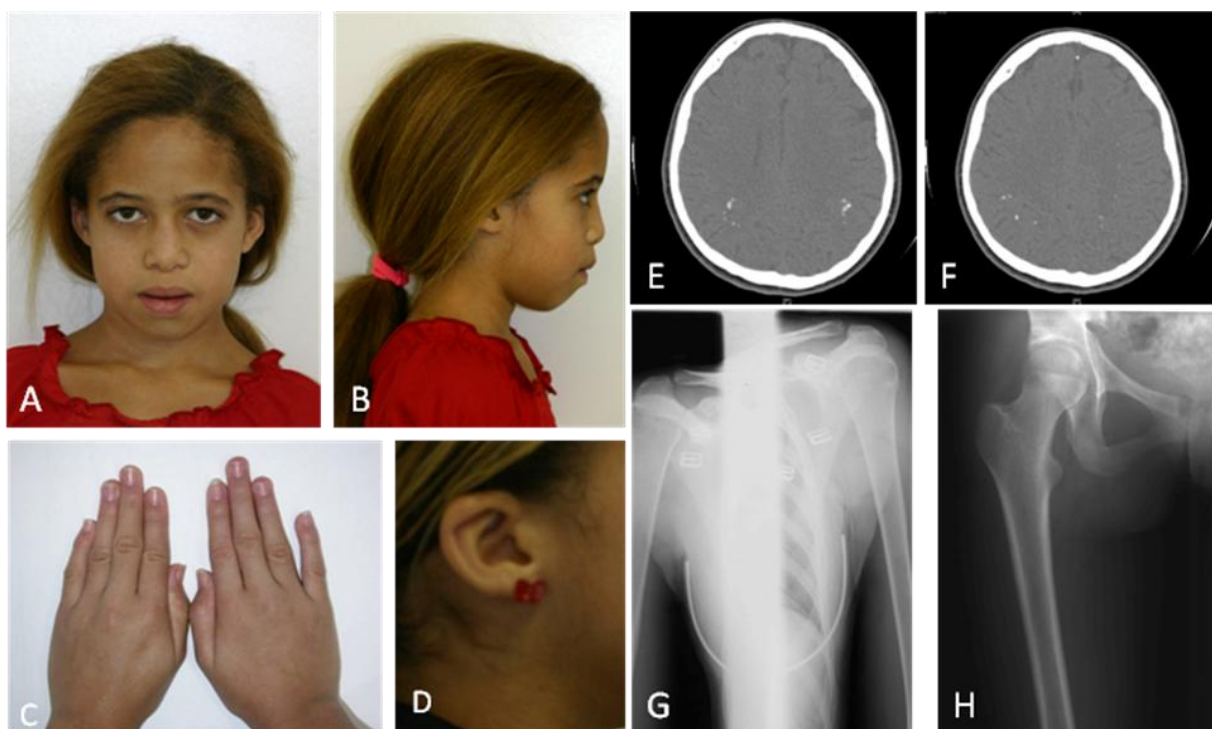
Fotos ao exame clínico, tomografia de crânio e raio X de ossos do Paciente 5 (IV:6): apresentando perímetro cefálico normal, fronte ampla, fendas palpebrais retas, raiz nasal alta, lábios grossos, hipoplasia da face média e retrognatia (Fig. 17. A-B). Mãos sem alterações (Fig. 17. C). Orelhas com sobredobramento de hélices e anti-hélices hipoplásicas (Fig. 17. D). Em tomografia de crânio apresentava calcificações na região parieto-occipital (Fig. 17. E-F). Raio X de ossos longos revelou rarefação óssea localizada em clavícula (Fig. 17.G) e coxa valga bilateralmente (Fig. 17.H).
